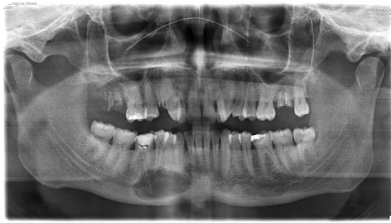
OPG e TC Maxilo Facial após biópsia da lesão + colocação de tubo de decompressão quística
